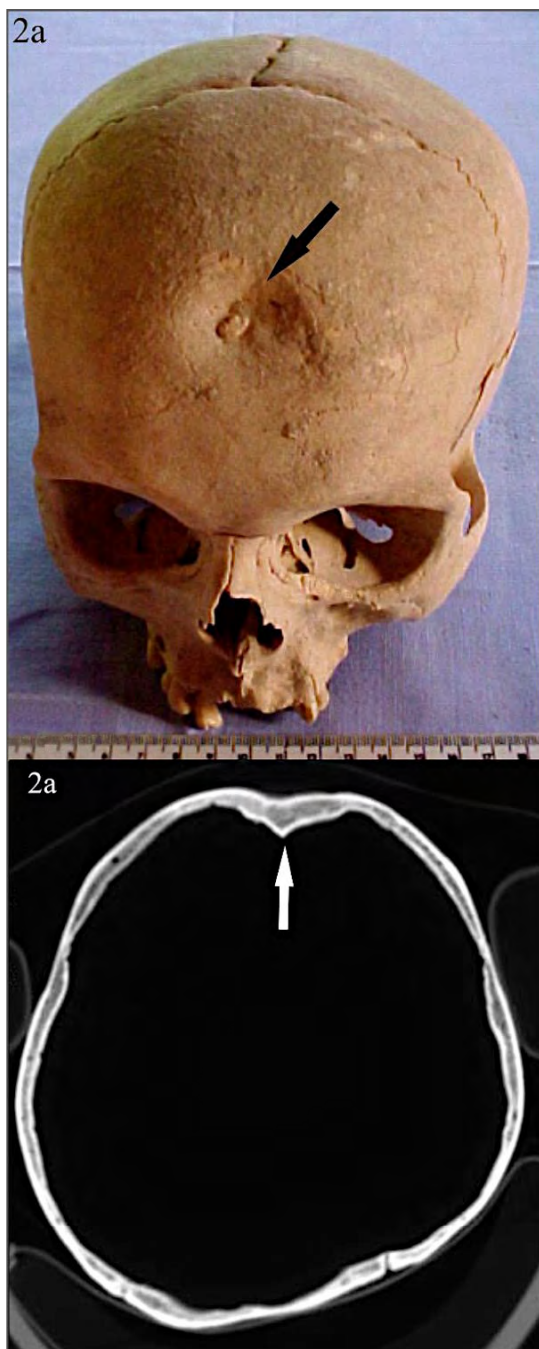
(2): Fotografía y TAC del cráneo trofeo
